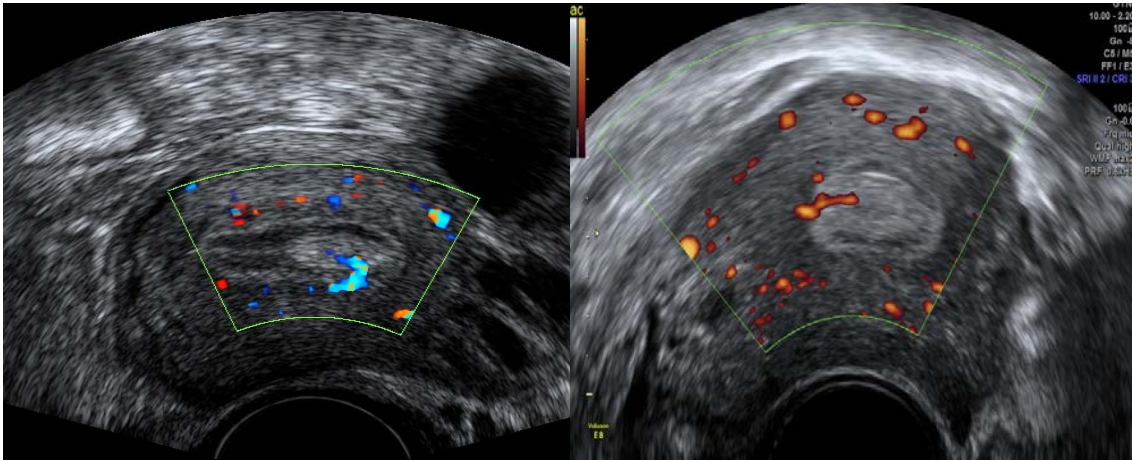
Imagen ecográfica en 2D que muestra la vascularización en Doppler color a la izquierda y vascularización en power Doppler a la derecha, de un pólipo endometrial con un vaso único, el pedículo del pólipo.
